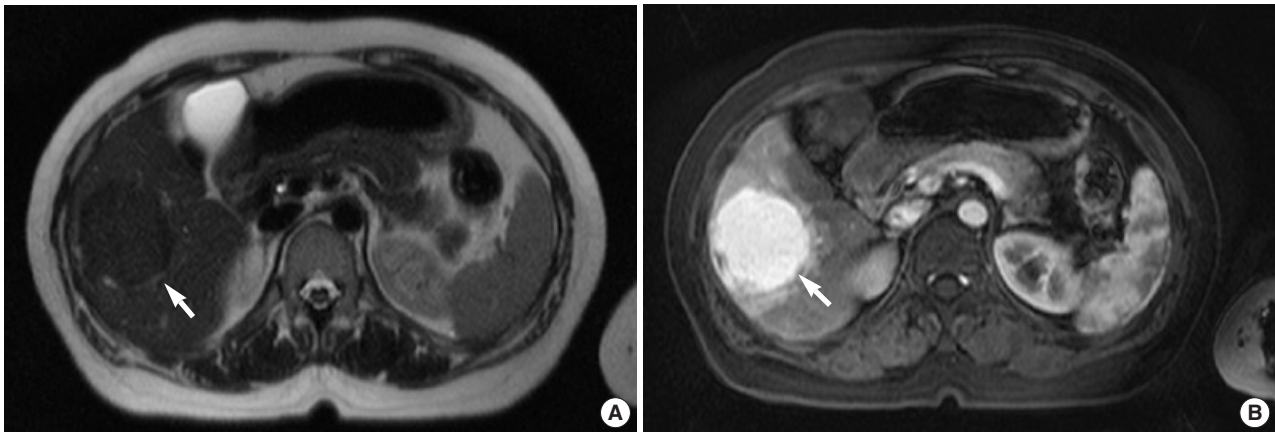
(A) The axial half-Fourier acquisition single-shot turbo spin-echo image shows a round homogeneous hypointense mass in the right hepatic lobe (arrow). (B) The mass shows strong homogeneous enhancement on an axial gadolinium-enhanced arterial phase magnetic resonance image (arrow).
